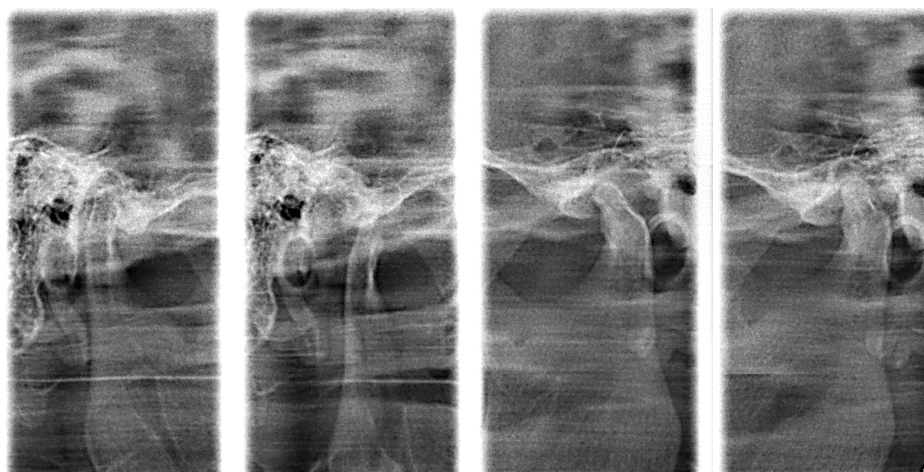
Рентгенограмма обоих ВНЧС при открытом и закрытом рте больной В. Клинический диагноз: дисфункция левого ВНЧС средней степени.
